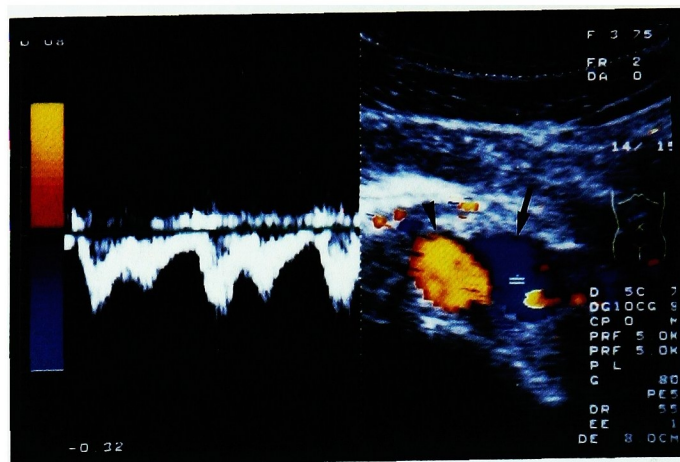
Color doppler echography of transverse section of the upper abdomen. The cross section of inferior vena cava (IVC: pointed by black arrow) has cyanic color. The left half of the figure shows the pattern of the wave of the blood flow of IVC. The yellow-colored area pointed by a black arrow head is the cross section of the aorta.
